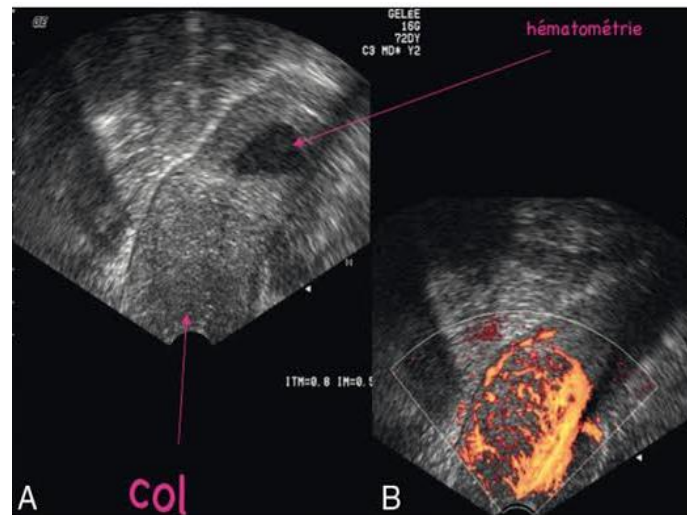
Visualisation d'un cancer au niveau du col par la technique d'échographie (Anne-Claire Nonnotte 2018)
